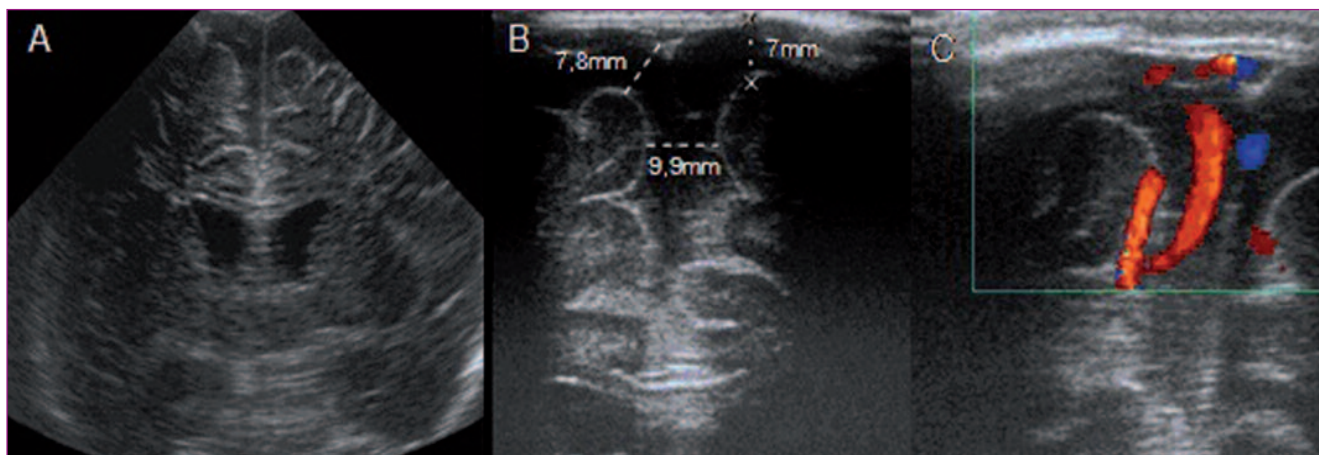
Colecciones extraaxiales benignas de la infancia: A. Corte coronal a través de fontanela anterior con sonda de cráneo: aumento de espacios extraaxiales a nivel de convexidad frontoparietal y leve ventriculomegalia. B. Corte coronal a través de fontanela anterior con sonda lineal. Distancias sinocortical, craneocortical e interhemisféricas aumentadas. C. Mismo nivel que B con ecografía Doppler color: vasos cruzando el espacio extraaxial aumentado, lo que confirma que es espacio subaracnoideo.
